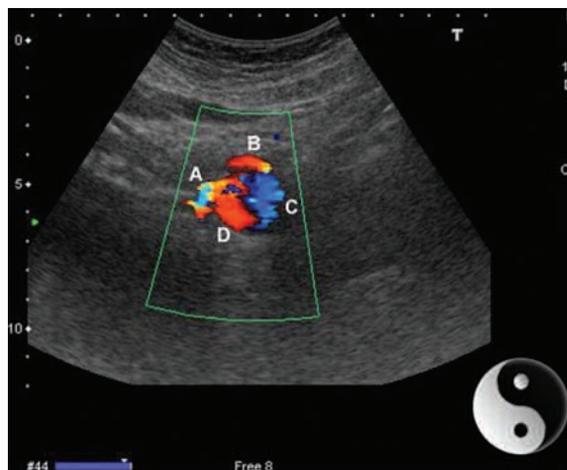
En el estudio Doppler Color de la imagen descrita en la Fig. 1, puede observarse el signo del Yin-Yang que confirma el diagnóstico de aneurisma de la arteria esplénica. A. Arteria Esplénica proximal. B. Vena Esplénica. C. Flujo retrógrado dentro del aneurisma. D. Flujo anterógrado dentro del aneurisma.
